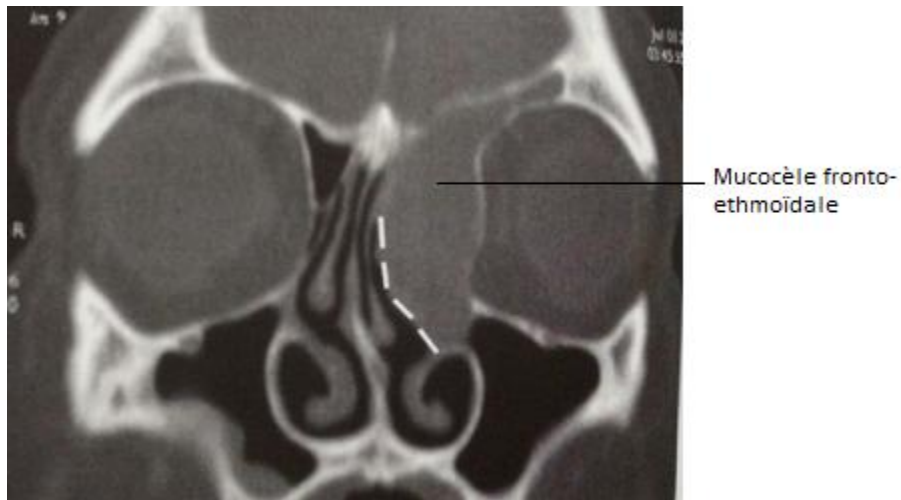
TDM faciale en coupe coronale montrant une mucocèle fronto-ethmoïdale gauche. Tracé de l'ouverture à réaliser pour marsupialiser la mucocèle [21].
